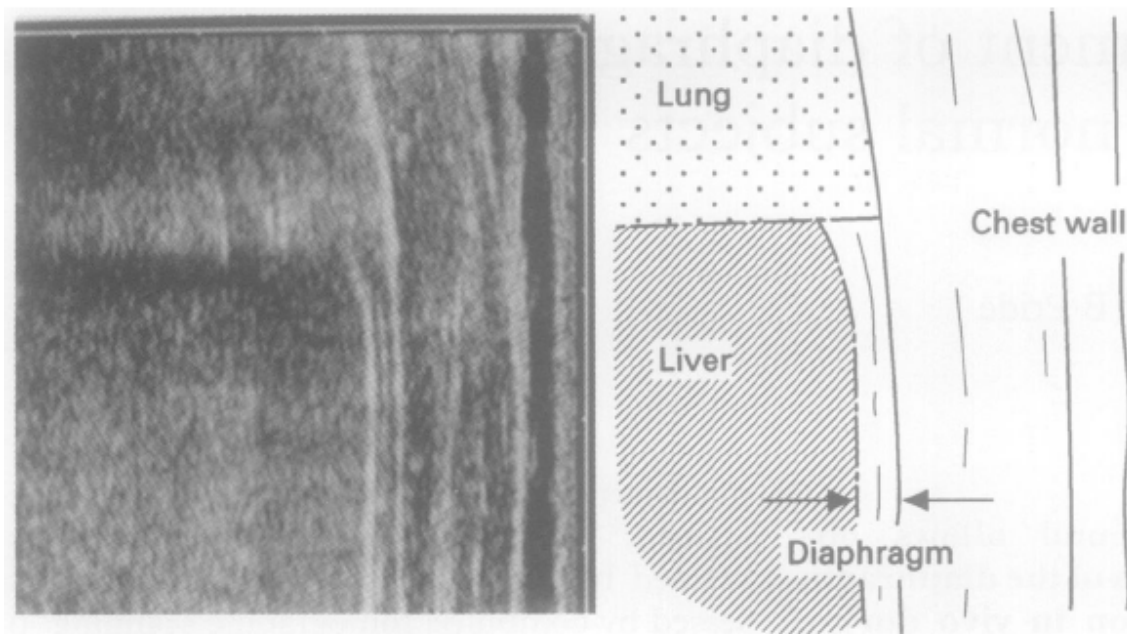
Vista del diaframma attraverso esame ecografico con sonda posizionata nella zona di apposizione definita dagli autori dell'articolo. Il diaframma è compreso tra le due frecce indicate. (Ueki et al, 1995).
